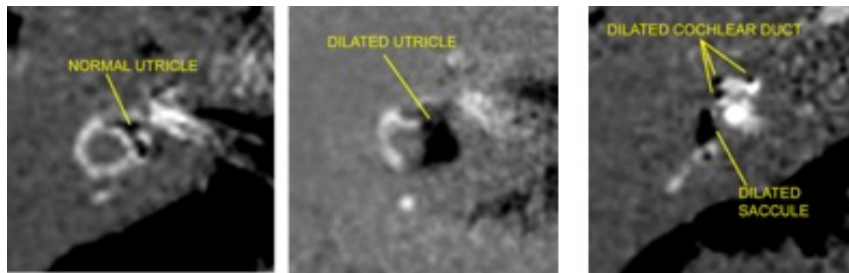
RM de 3 teslas. Normal utricule: utrículo normal. Dilated utricule: utrículo dilatado. Dilated cochlear duct: canal coclear dilatado. Dilated saccule: sáculo dilatado.
